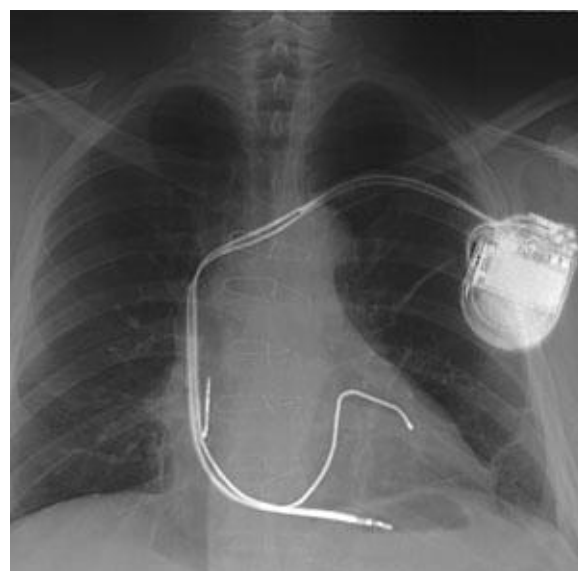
Radiografía del torso de un paciente sometido a TRC, donde se puede observar que el marcapasos estimula a ambos ventrículos (izquierdo y derecho).
